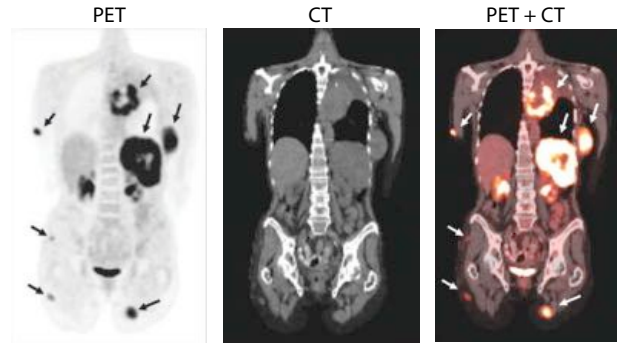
Krebsdiagnose mit PET/CT.
